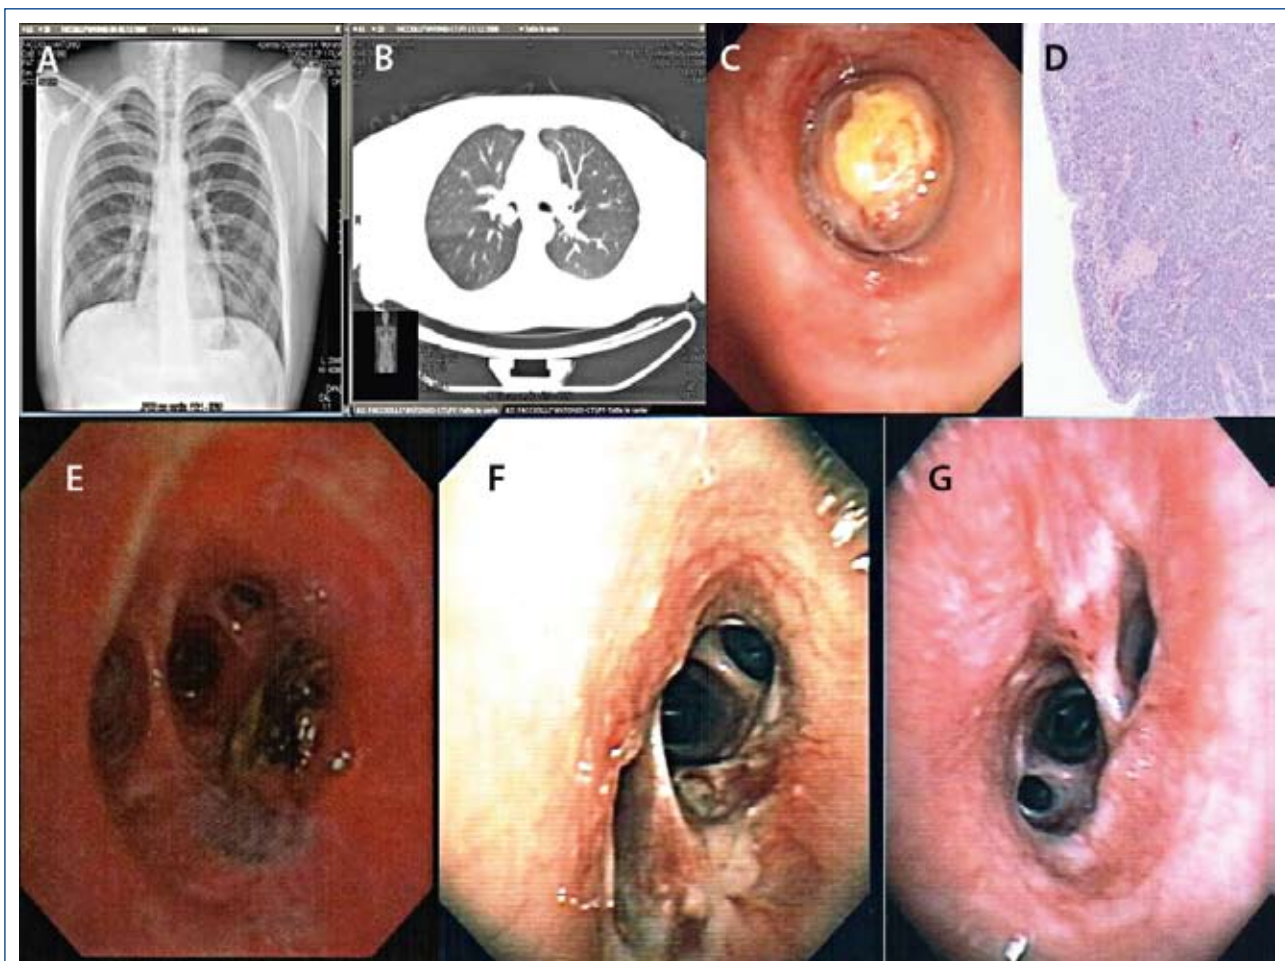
2° caso clinico prima (Figure 2A-2D), dopo trattamento laser (Figura 2E) e dopo sleeve-resection (Figure 2F-2G). A: RX torace; B: TAC torace; C: FBS; D: Carcinoide; E: Post laser; F: In giugno; G: In dicembre.
